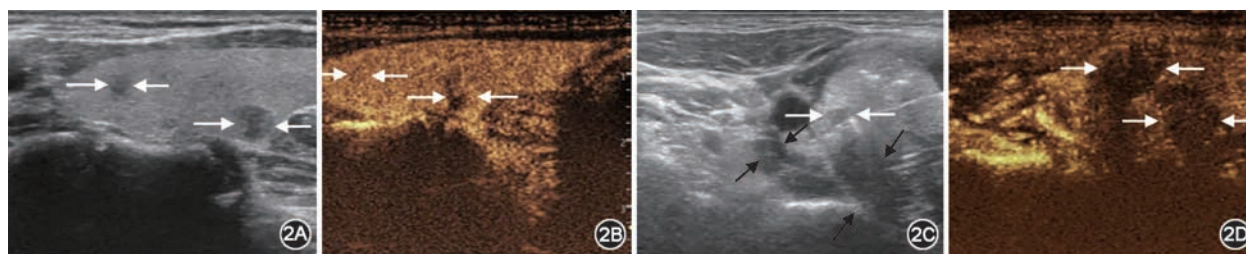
消融热场识别及超声造影对判断消融范围的应用 2A 示消融前同侧多灶甲状腺乳头状癌(PTC)结节(白箭头);2B 示 PTC 结节(白箭头)术前超声造影;2C 示术中注射隔离液(黑箭头)并消融 PTC 结节(白箭头);2D 示术后超声造影显示扩大消融范围(白箭头)
